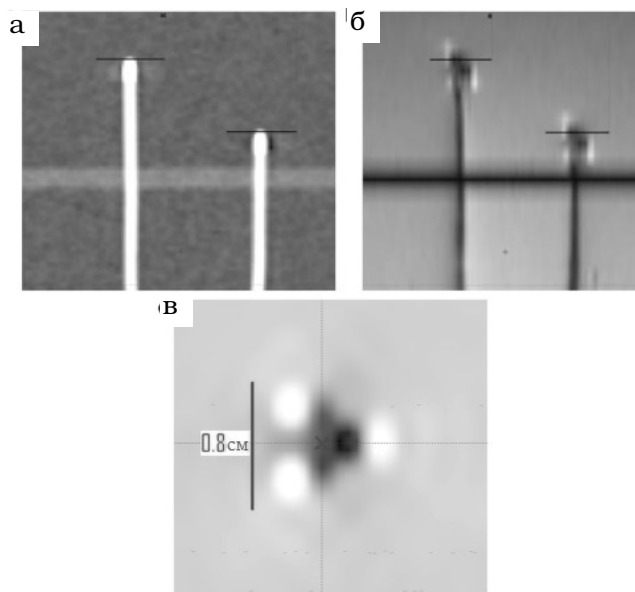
Реконструкция водного фантома с титановыми иглами: (а) в корональной плоскости поперечных КТ-изображений, (б) T2-взвешенных МРТ-изображений. На МРТ видны артефакты в области кончиков игл. (в) Пара-трансаксиальная калибровка тандемного аппликатора с помощью МРТ. Вокруг тандема видны светлые артефакты. Центр канала источника отмечен крестиком
